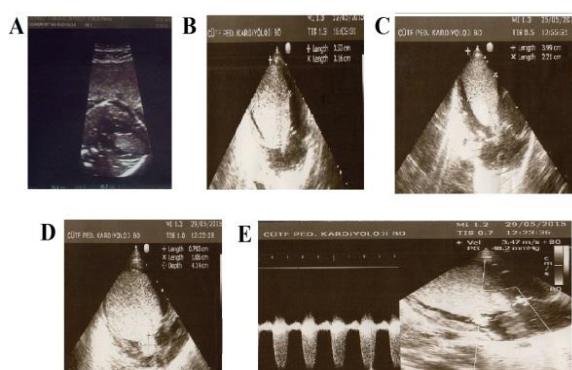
Echocardiographic images of the patient. (A) Two dimensional view at the 25th weeks of gestation, (B) at the 1st day after birth, (C) at the 3rd day after birth (D) at the 7th day after birth and (E) continuous wave Doppler showing subaortic moderate stenosis.
